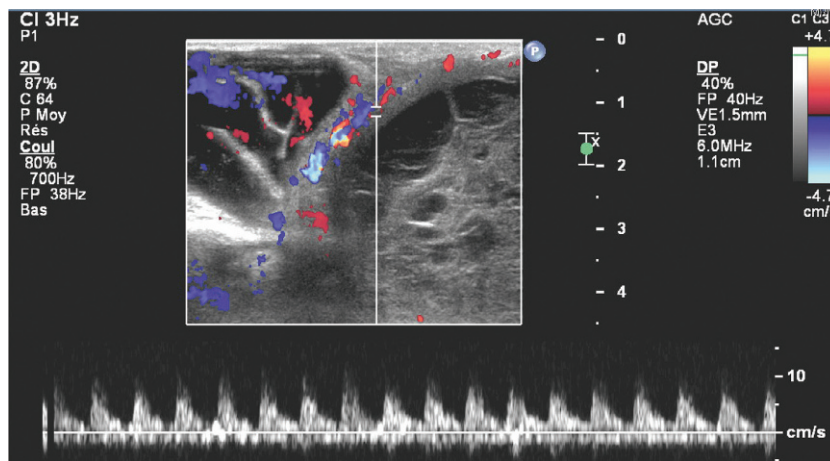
Lymphangiome kystique en mode Doppler couleur/pulsé. Absence de vascularisation au sein des cavités kystiques, présence d'une vascularisation au niveau des cloisons, enregistrement en flux pulsé d'un flux artériolaire.
